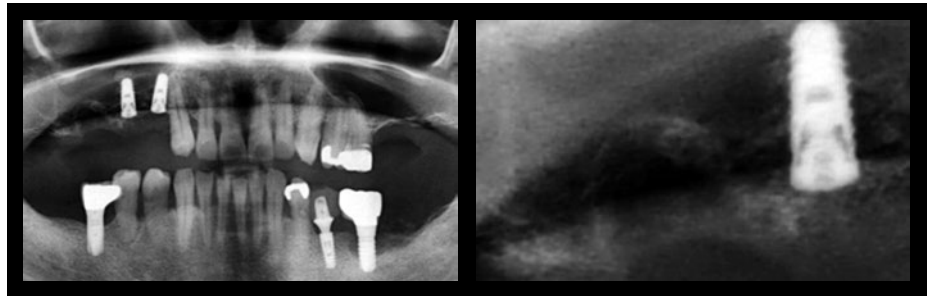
54|部にインプラントを埋入し、6|抜歯後2ヶ月のパノラマX線像(左)と6|抜歯窩部拡大像(右)。
